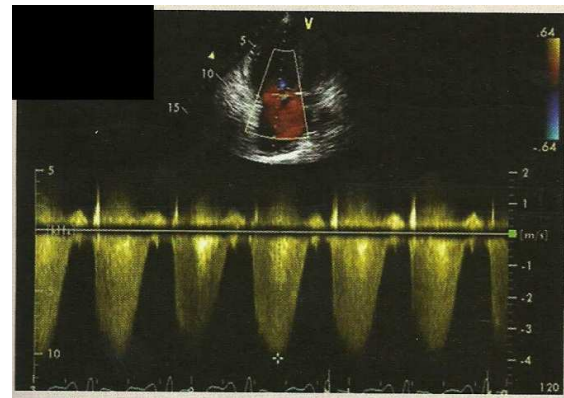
Ecocardiografie la prezentare:
